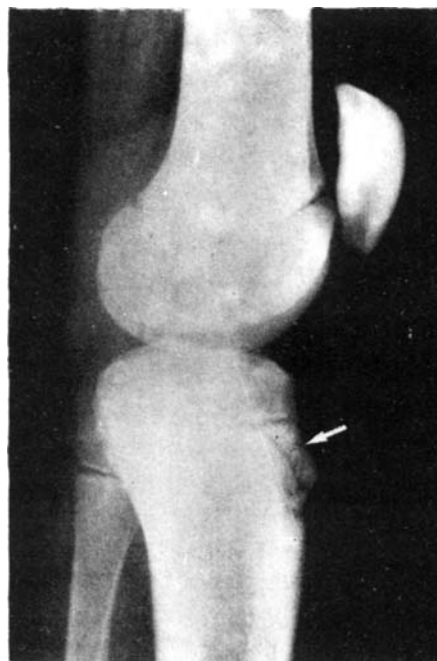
Radiografía de perfil correspondiente al caso núm. 1. La flecha indica la presencia de una línea fracturaria a través del núcleo tuberositario.
